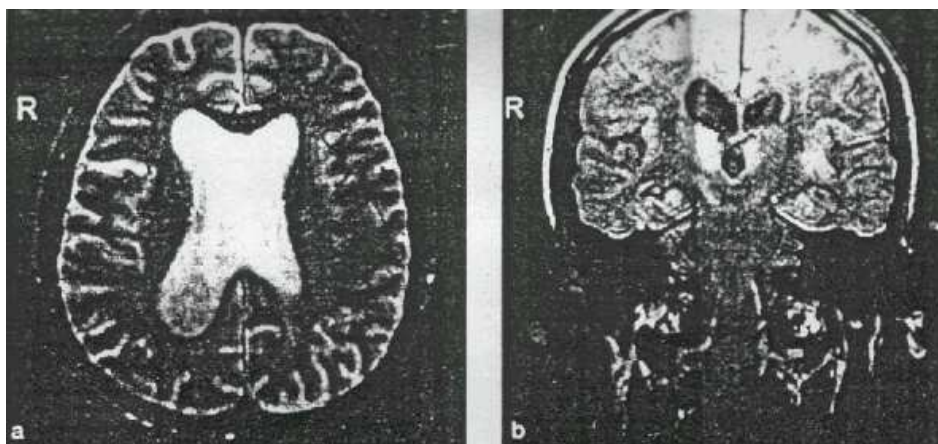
MRI di G:C: del 1989 che mostra una atrofia corticale ed un allargamento dei ventricoli specialmente a destra (a) . Una chiara atrofia ippocampale è visibile nella sezione coronale (b) .
